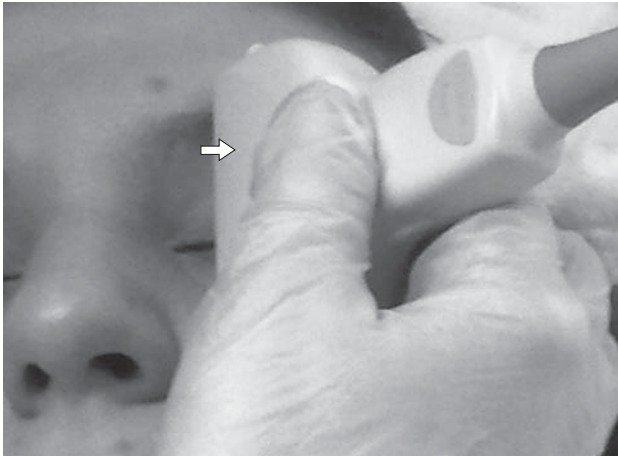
УЗИ канала зрительного нерва. Стрелкой указано расположение линейного датчика при УЗИ на закрытом верхнем веке.
